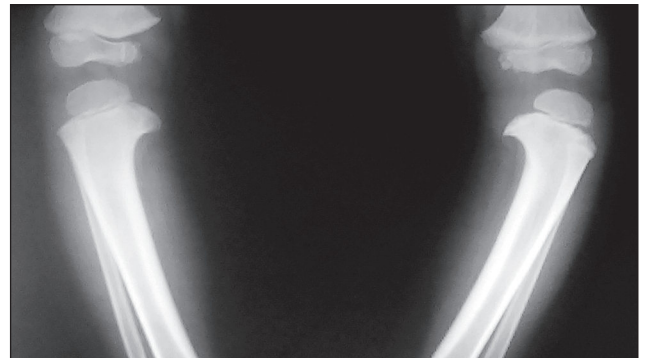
Рентгенограма хворого Г. Збільшення поперекового розміру метафіза великогомілкової кістки в поєднанні з наявністю кісткового виступу
